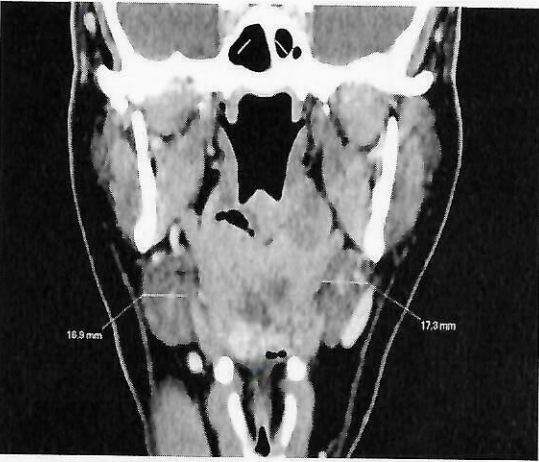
Tomografía de cuello contrastada en reconstrucción coronal, medición del diámetro transverso de la porción superficial de la glándula submandibular a nivel de su máxima anchura.
